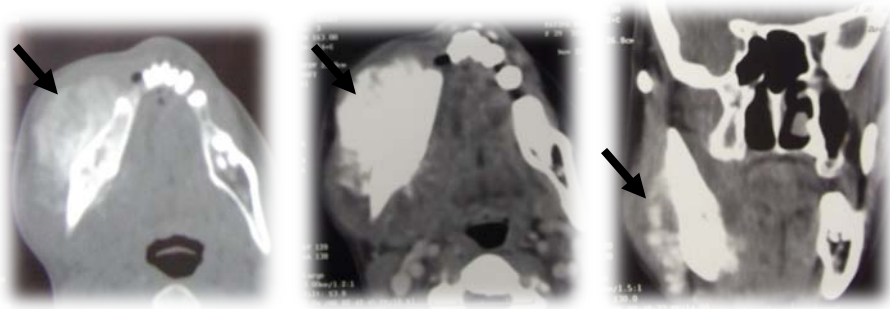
TDM Faciale :aspect d'un sarcome gingivo mandibulaire gauche
